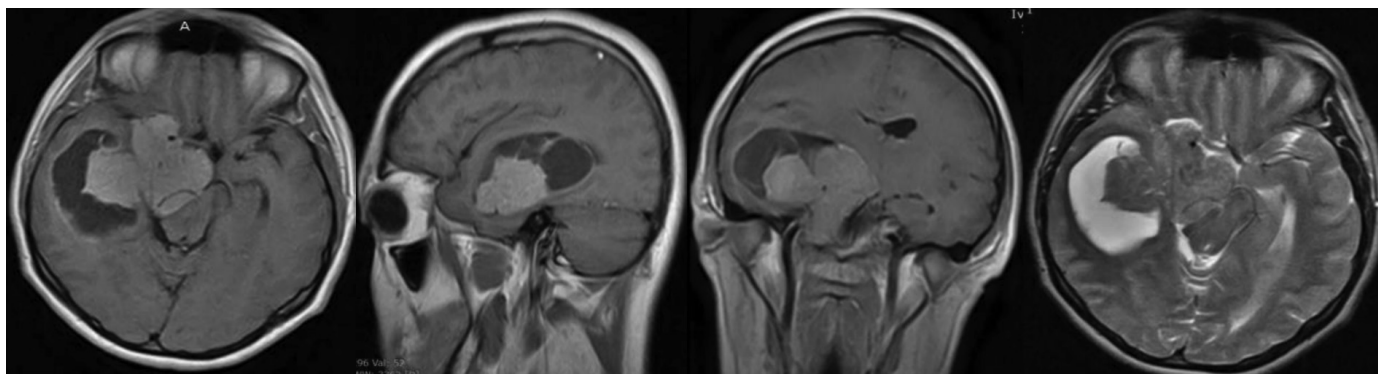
Гигантская кистозная аденома гипофиза. МРТ, T₁ВИ.
